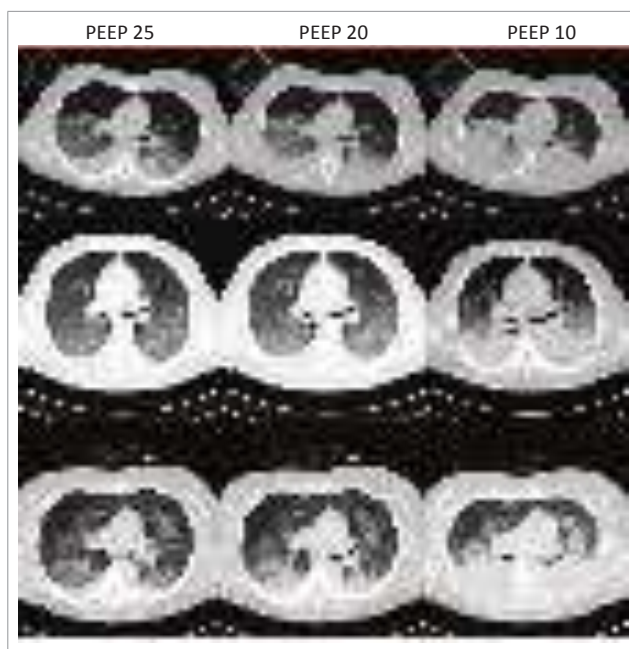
Tomografias de pacientes portadores de síndrome do desconforto respiratório agudo em diferentes níveis de PEEP para ajuste da ventilação mecânica.
